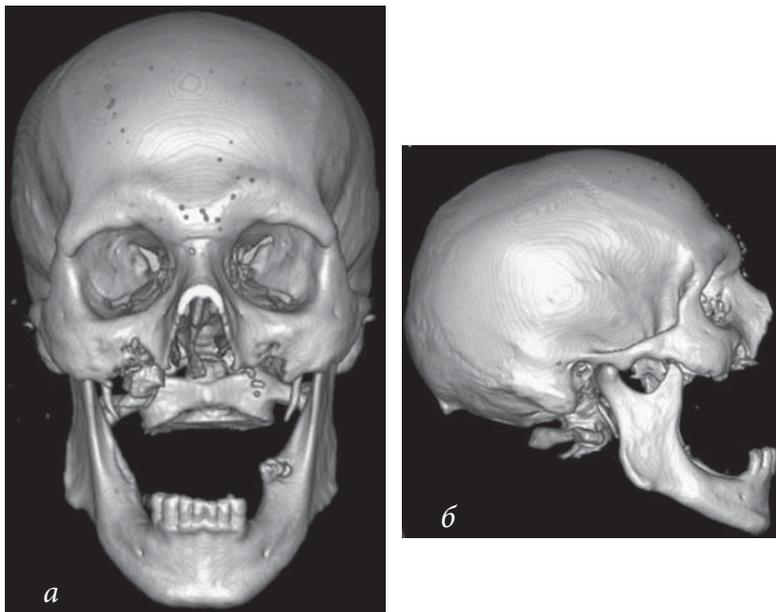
Больной Ц., объемное компьютерное рентгеновское изображение черепа: а — фронтальная проекция, б — правая латеральная проекция.
